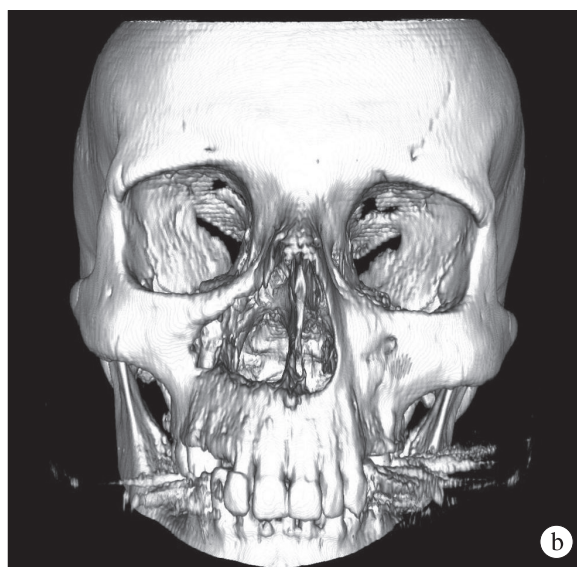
a – postoperative CT scan of the female patient (case 2) with the Denker approach; b – postoperative CT 3-D scan with the Denker approach.
